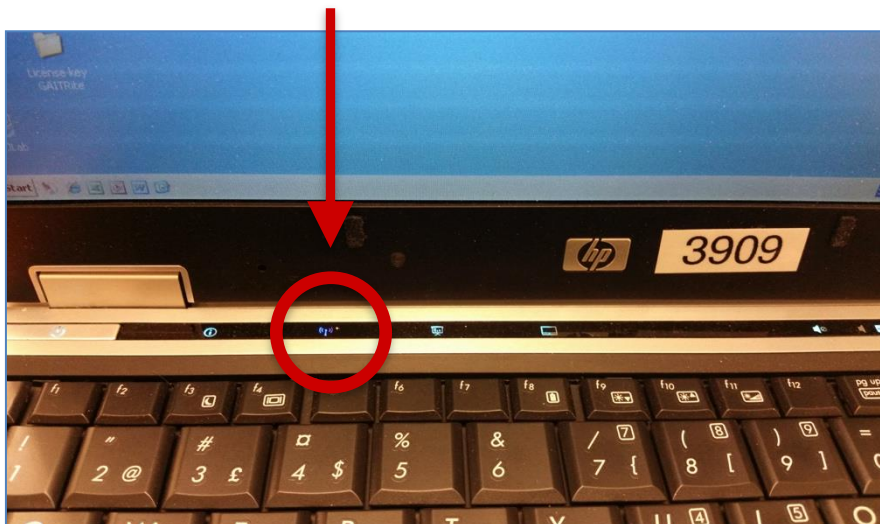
Location of button for switching BT on and off.
